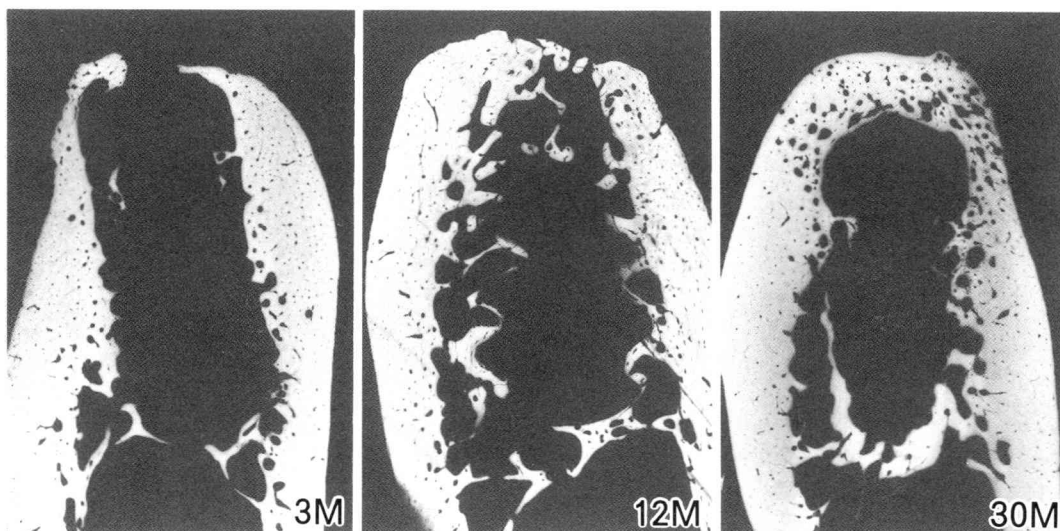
Contact microradiographs of jaw bone with sapphire implant at 3, 12 and 30 months after implantation shows the arrangement of trabecular bone around the implant is similar to that of natural tooth case.
